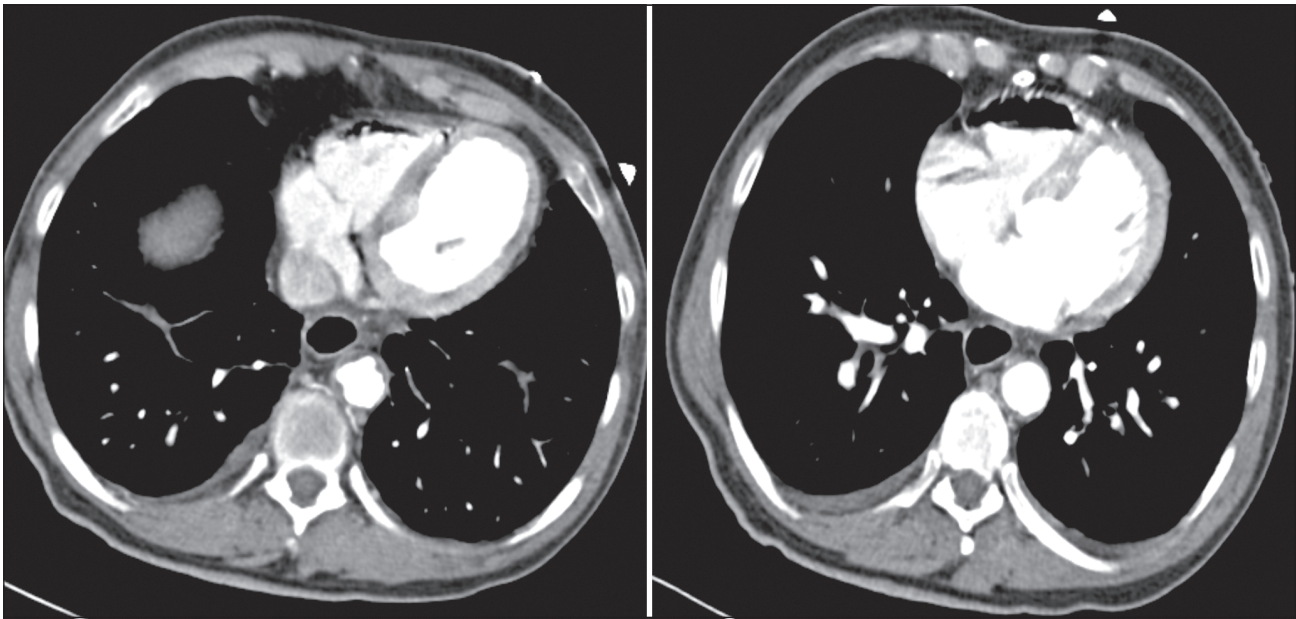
CT scan Chest images
